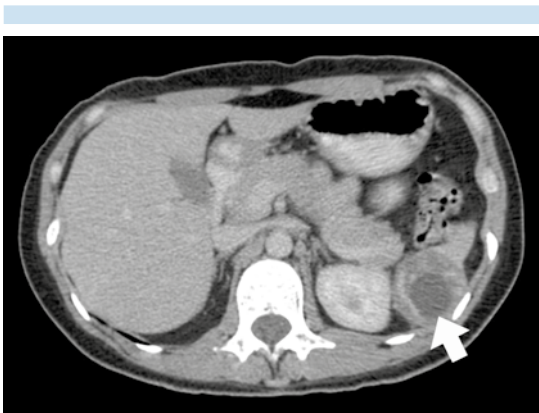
Tomografía contrastada, corte axial: lesión redonda irregular, vascularizada, dentro del bazo. Resto de estructuras sin evidencia de alteración estructural.
